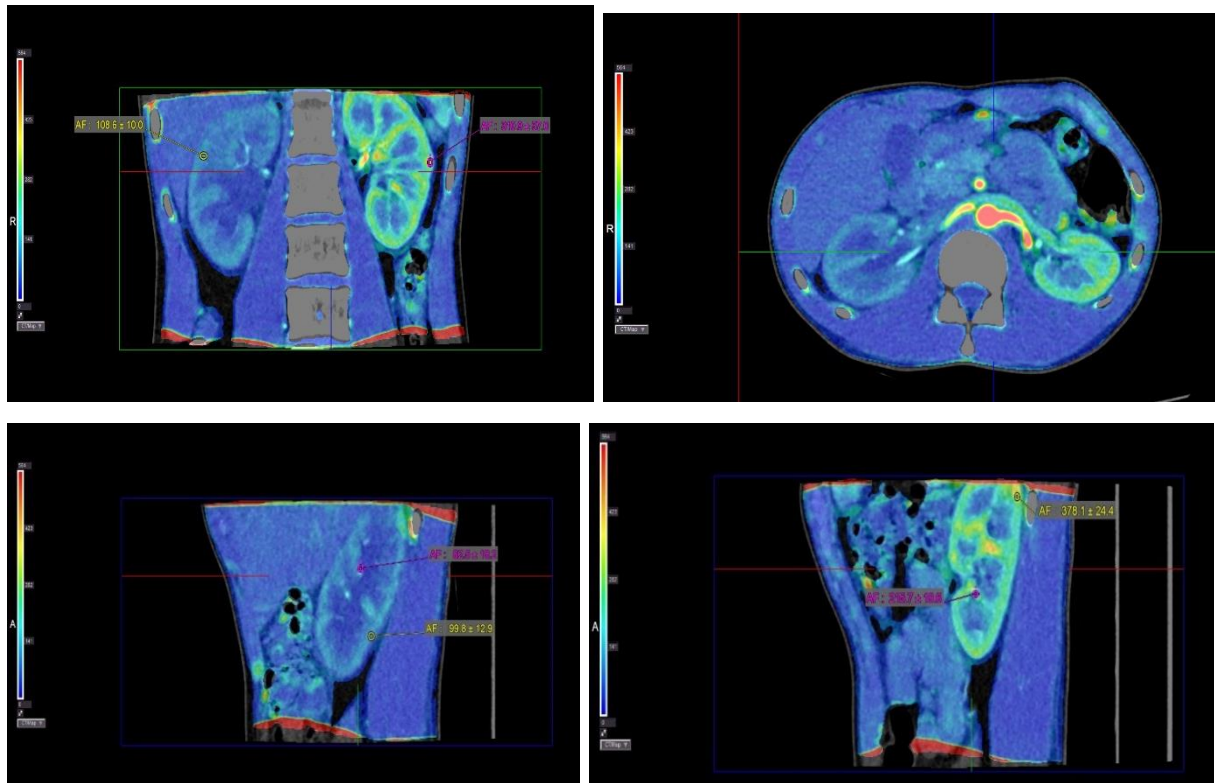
КТ-перфузия у пациента с обструкцией мочеточника и уретерокаликонефрозом правой почки. Выраженное снижение показателей перфузии в пораженной почке. Отмечается повышение показателей перфузии в контралатеральной почке
